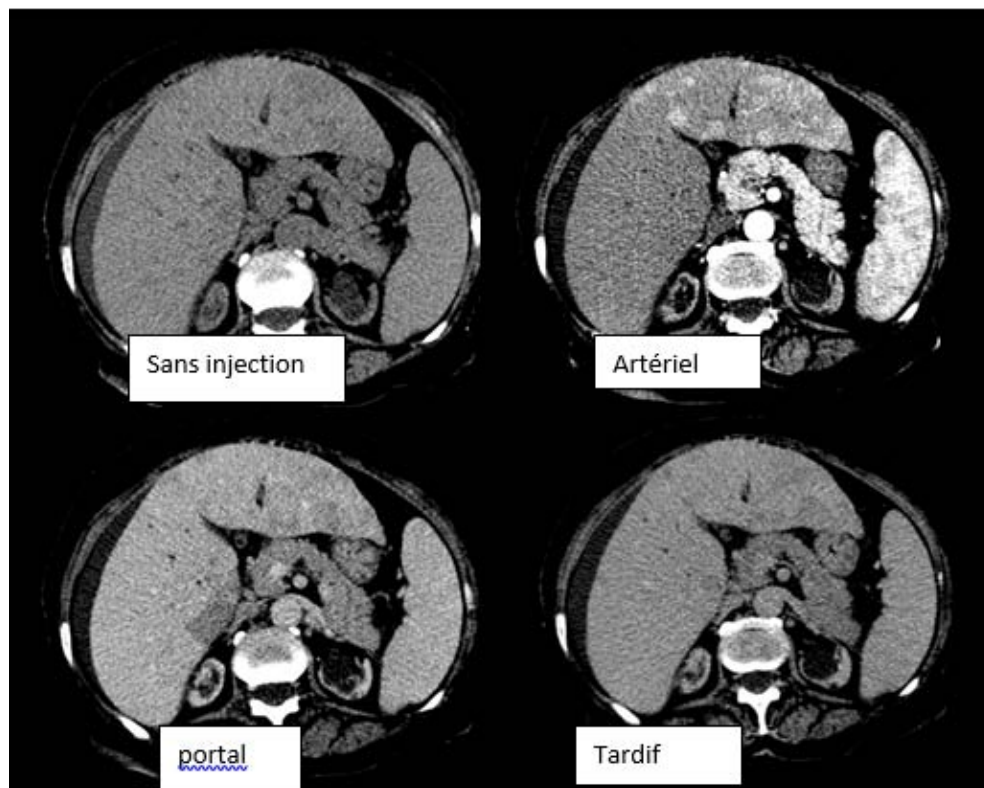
TDM abdominale en coupes axiales avant et après injection du produit de contraste :
